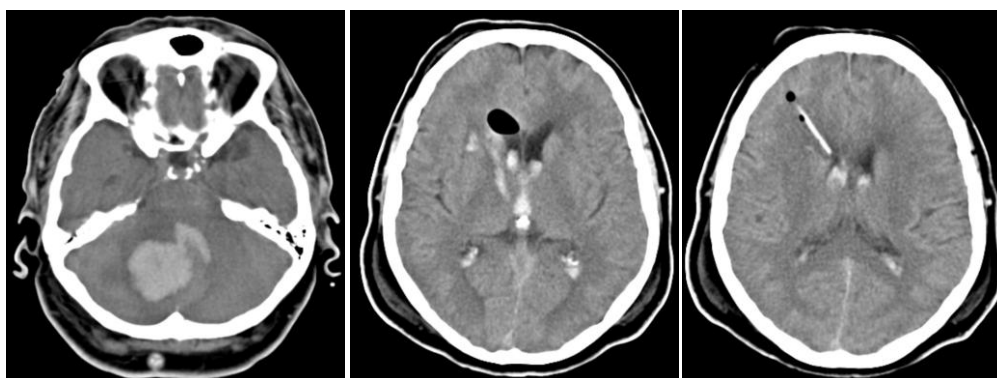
КТ головного мозга пациентки В., история болезни №13922, от 29.09.2012 (аксиальные срезы)
